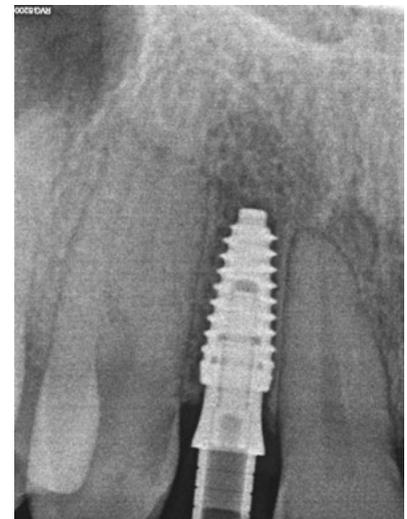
Radiografía periapical de control Anyride 3.5x10 (Megagen).
